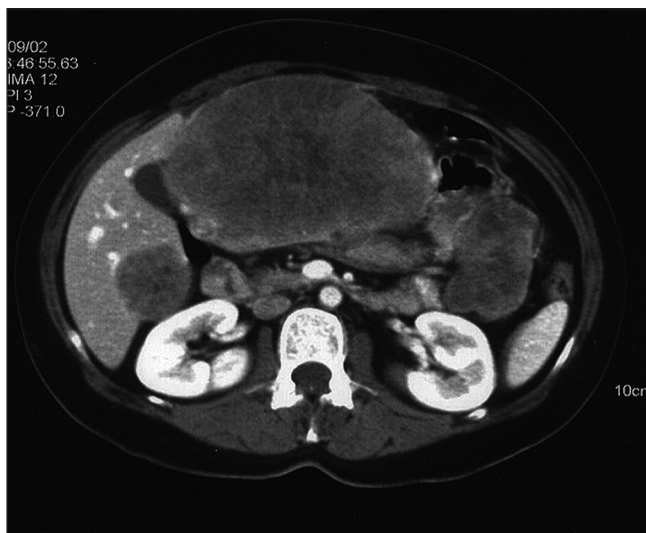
Case 1 CT scan before treatment. September 2002.
